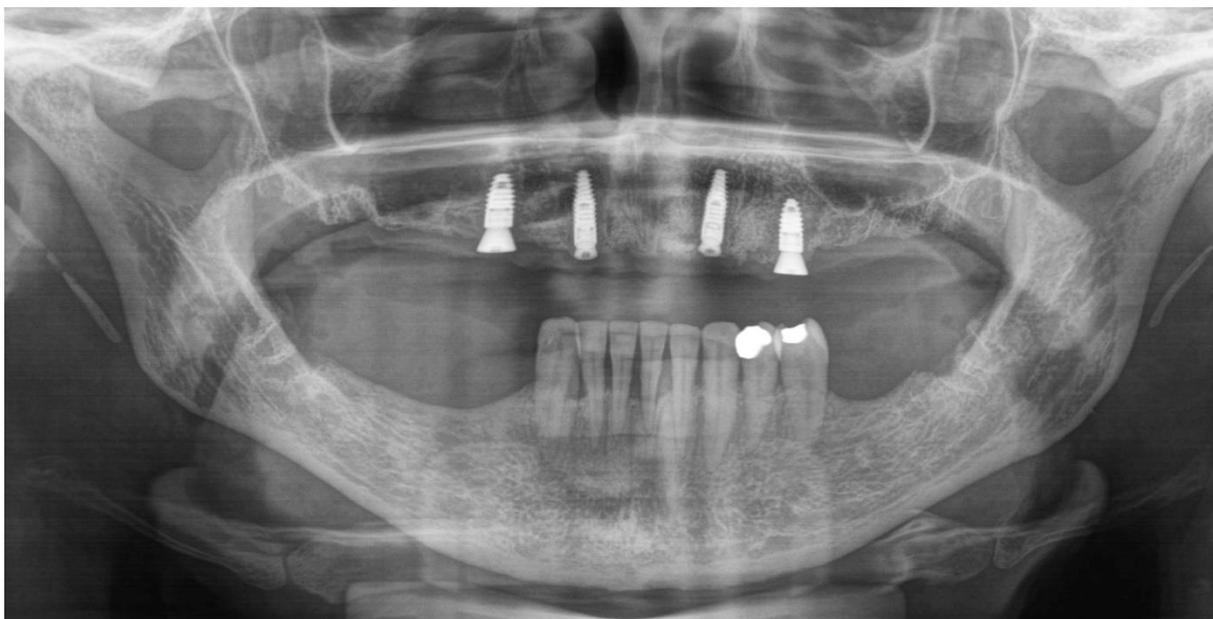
Radiografia Panorâmica após finalização da cirurgia.
